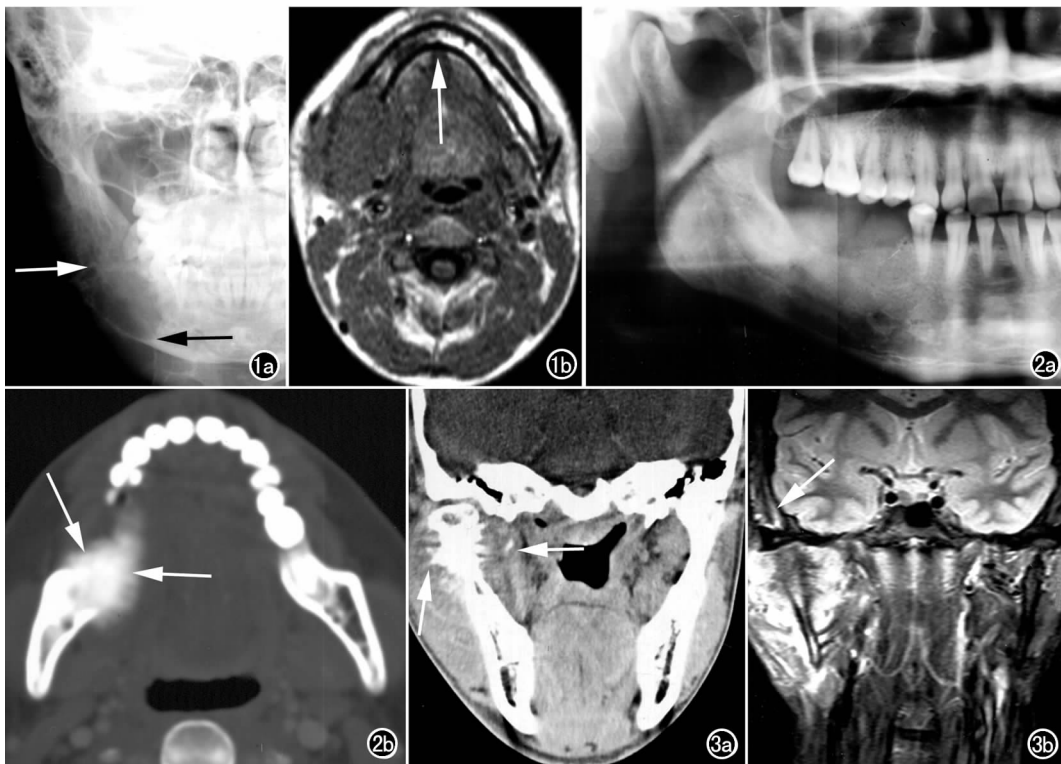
骨肉瘤。a) X 线平片示右下颌骨病灶外缘骨皮质线毛糙(白箭),前缘到达右下颌角(黑箭); b) T_1WI 示肿瘤骨髓内侵犯达颧联合(箭),下颌神经管结构消失。
